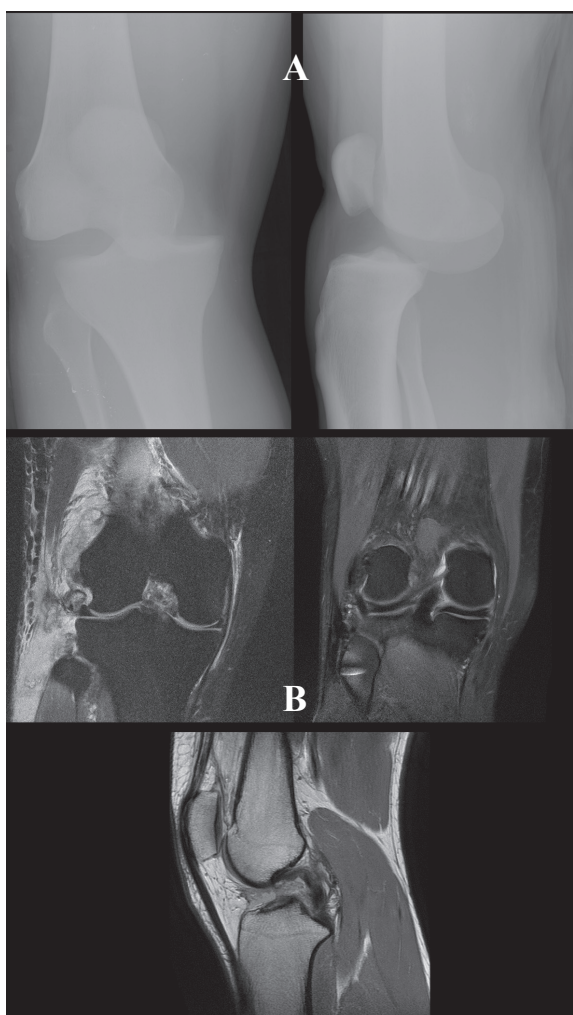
Doente de 45 anos de idade. Acidente de Ski. Rotura completa do pivot central e compartimento interno. A) e B) RMN inicial; tratou-se unicamente e de forma diferida o LCA. C) RMN de controlo aos 5 meses; observa-se a cicatrização completa do LCP.
